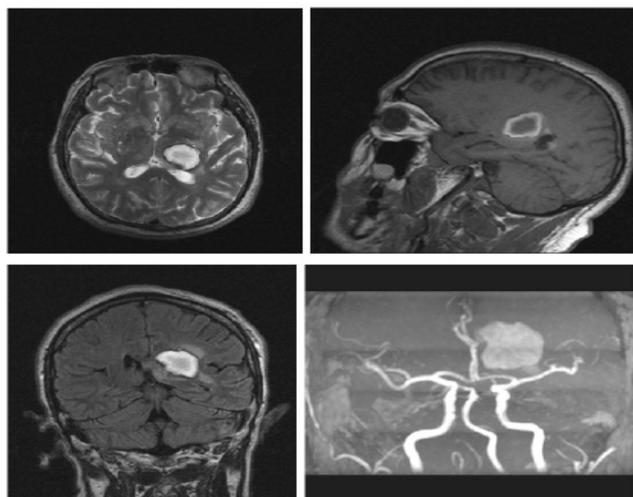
МРТ головного мозга от 29.05.2018г: аксиальной (а), сагиттальной (б), фронтальной (в) проекциях и в ангио режиме (г) до удаления гематомы
